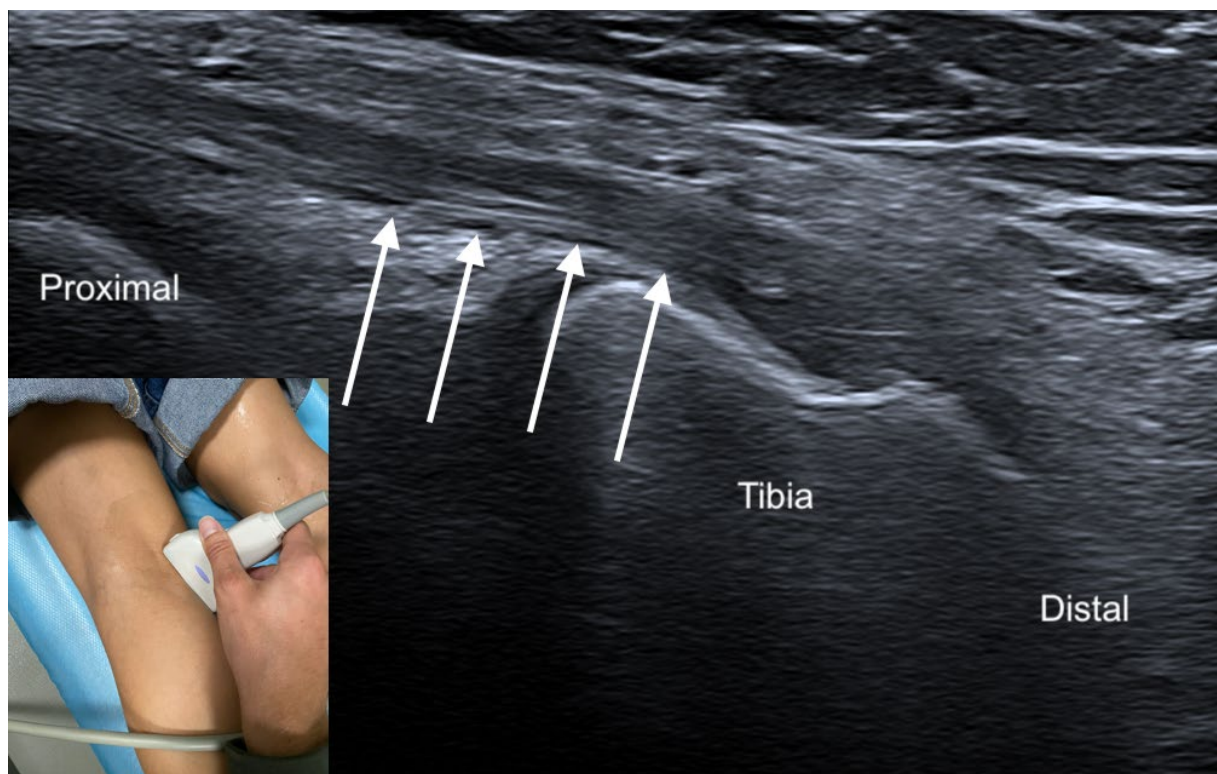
Insertion normale du bras direct du tendon distal du muscle semi-membraneux en échographie chez une volontaire saine de 28 ans, en coupe longitudinale (parasagittale oblique). L'aspect fibrillaire du tendon est pointé par flèches blanches. L'hypoéchogénicité du versant distal du tendon correspond à un artefact d'anisotropie. En encadré, on observe la position de la sonde d'échographie.
